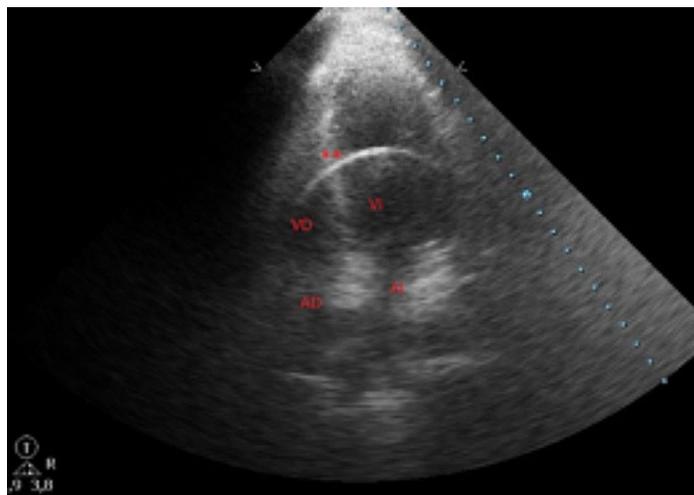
Ecografía transtorácica de 4 cámaras.
